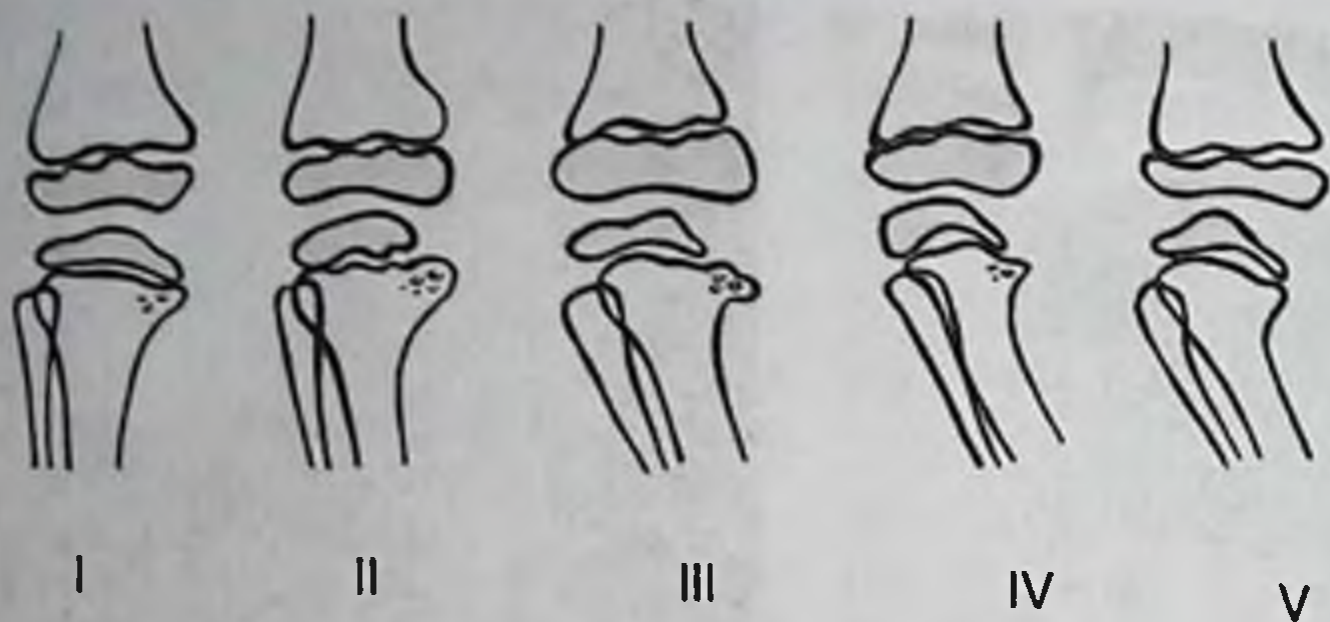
Рентгенологические стадии болезни Эрлахера–Бланта по В.А. Штурму. Объяснение в тексте
